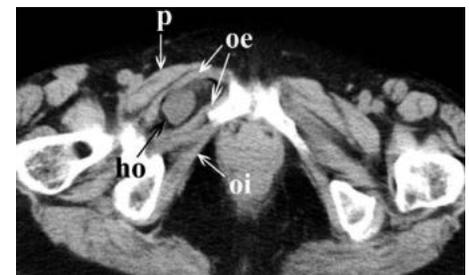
Tomografía de la hernia obturatriz. Habitualmente el saco herniario desciende entre el m. pectíneo (p) y el m. obturador externo (oe). En este caso peculiar la hernia se sitúa entre los vientres superior y medio del m. obturador externo.
